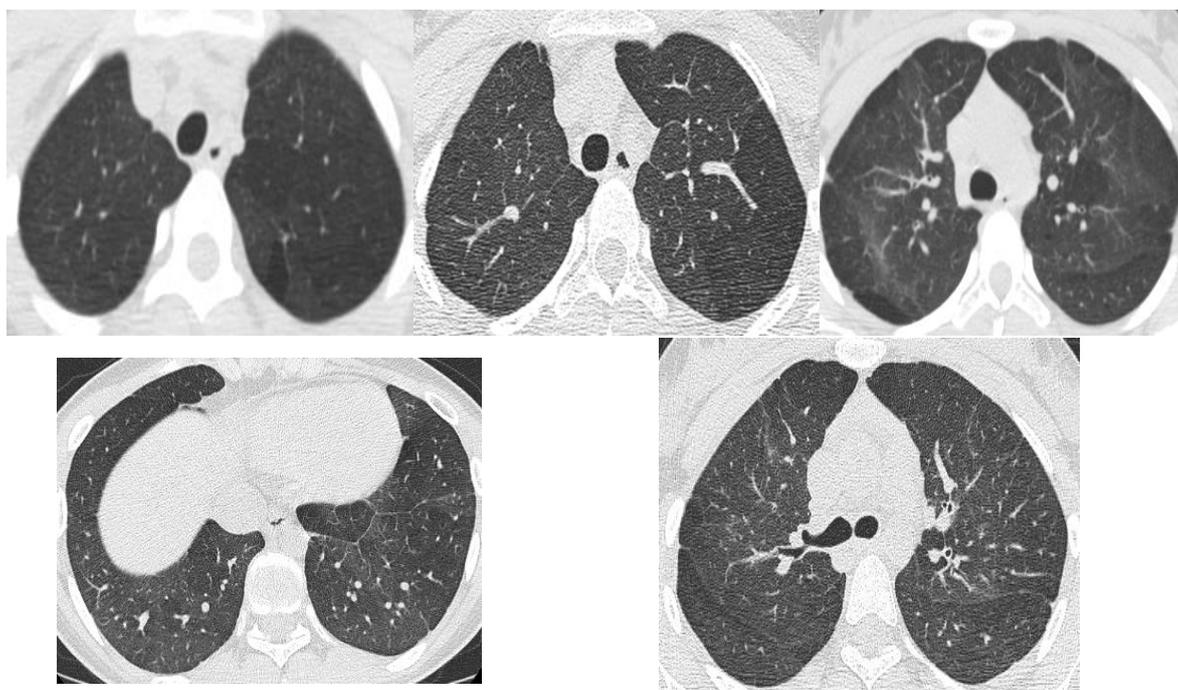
Компьютерно-томографическая картина легких у девочки Б.
